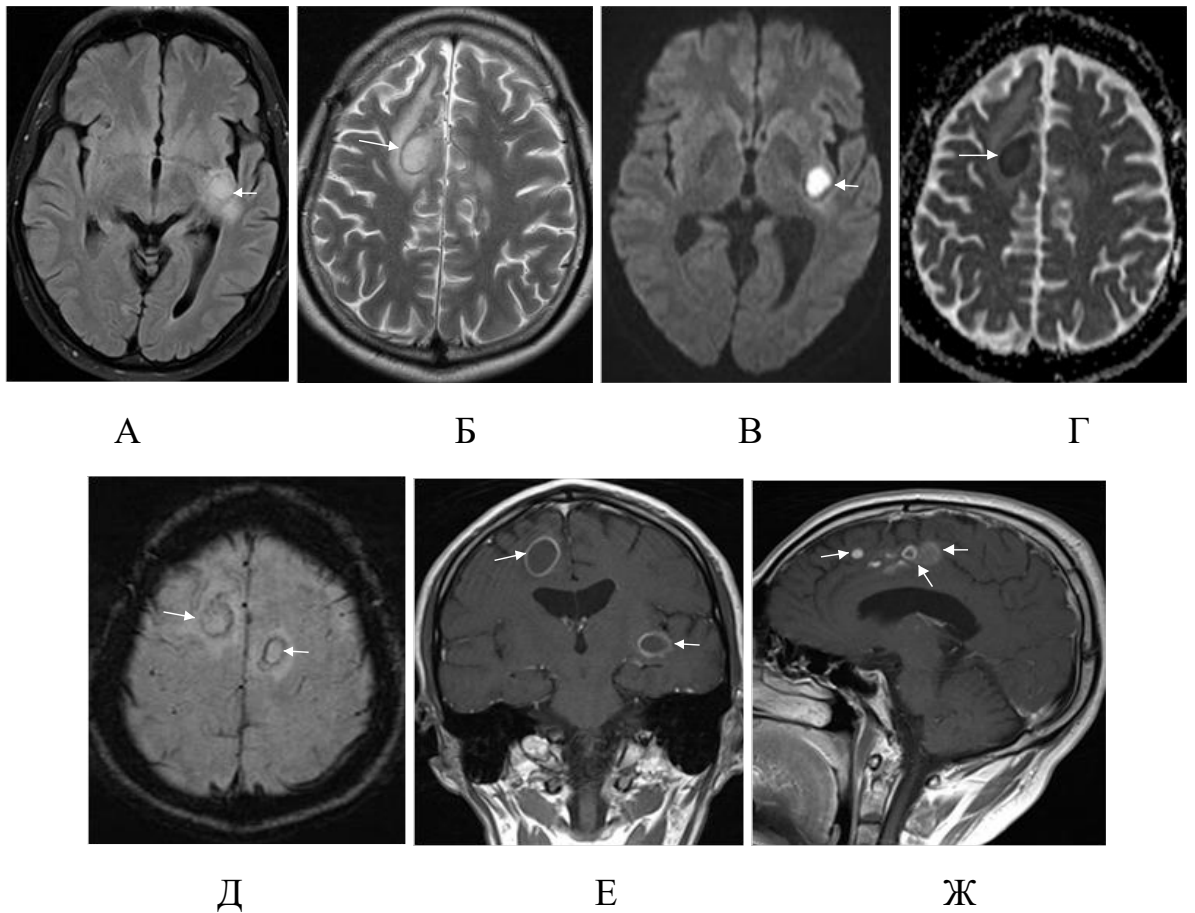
Пациент И., 32 года (И/б 23879). Туберкулез головного мозга, СВИ. В анамнезе генерализованный туберкулез. Старт АРТ 15.05.2017, на момент инициации терапии CD4-42кл/мкл (4%), вирусная нагрузка 5853792 коп/мл. Ухудшение состояния 05.09.2017г с появлением пареза нижних конечностей. CD4 - 87кл/мкл (6%), вирусная нагрузка <50 коп/мл. МРТ от 13.11.2017: А - T2 ВИ, Б - T2 FLAIR, В – ДВИ с b-фактором 1000, Г – ИКД , Д – SWI, Е,Ж - T1 ВИ с контрастированием демонстрируют множественные туберкулезные абсцессы (стрелки) с рестрикцией диффузии внутри капсулы, кольцевидным и узловым накоплением контрастного вещества, перифокальным отеком
